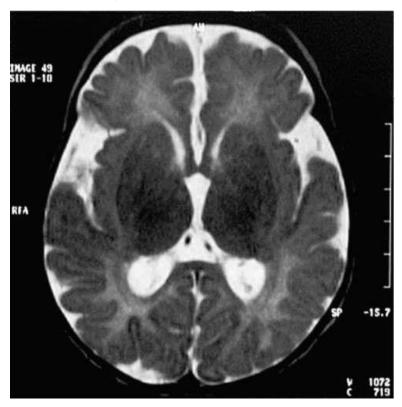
Магнитно-резонансная томография головного мозга при лейкодистрофии Канавана. Спонгиозная дегенерация белого вещества
